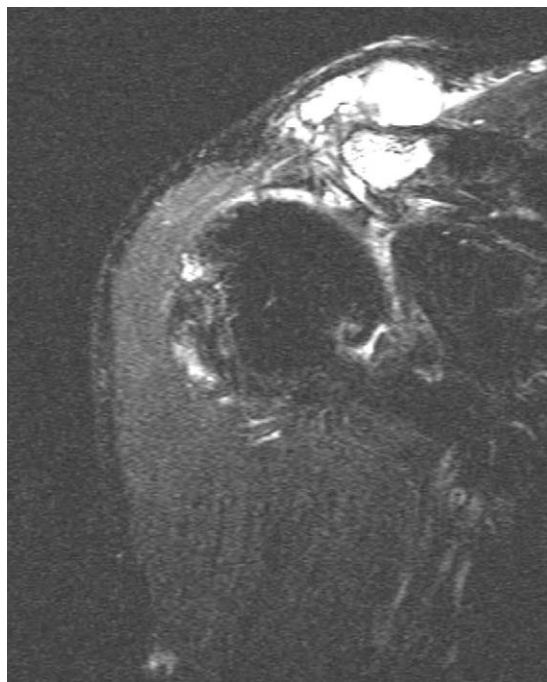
T2-weighted coronal MR image shows multi-lobulated cysts with high signal intensity above acromioclavicular joint and a full thickness rotator cuff tear with severe retraction.
